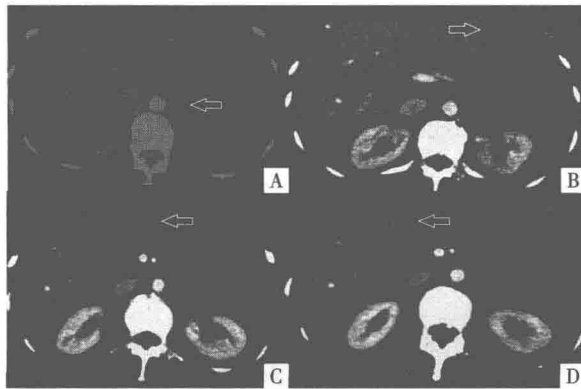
2013-08-04 腹部增强 CT 片
